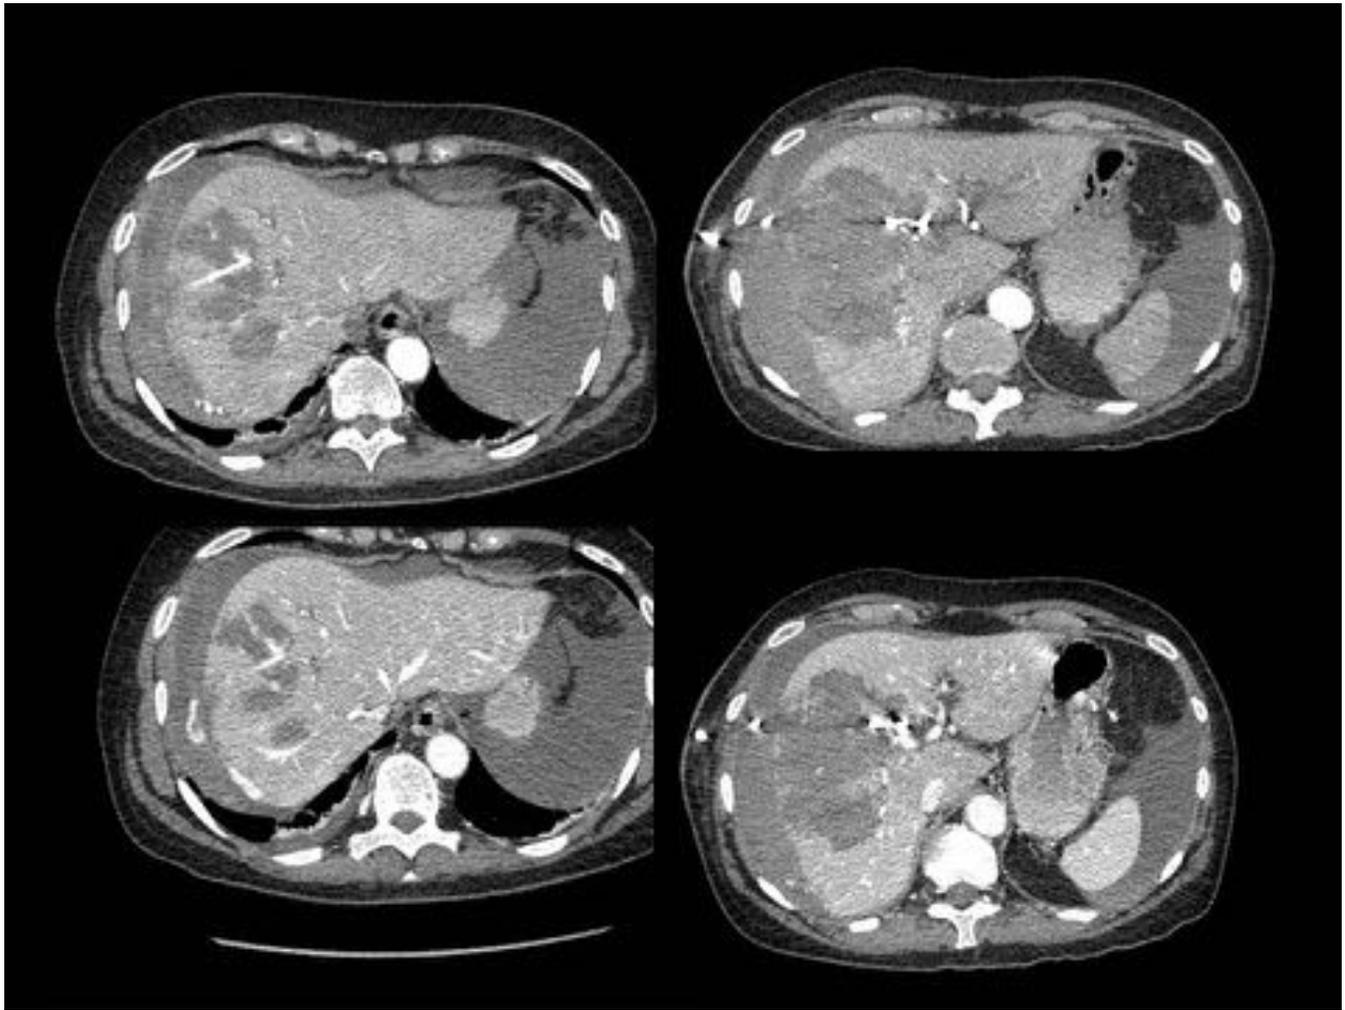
Motivo de la exploración: sospecha de sangrado activo tras drenaje biliar interno-externo. Angio-TC: arriba fase arterial y abajo portal. Sangrado activo de una rama del segmento VIII de la arteria hepática derecha con hematoma intrahepático en segmentos VII-VIII y hemoperitoneo. El sangrado aumenta en la fase portal(abajo).
